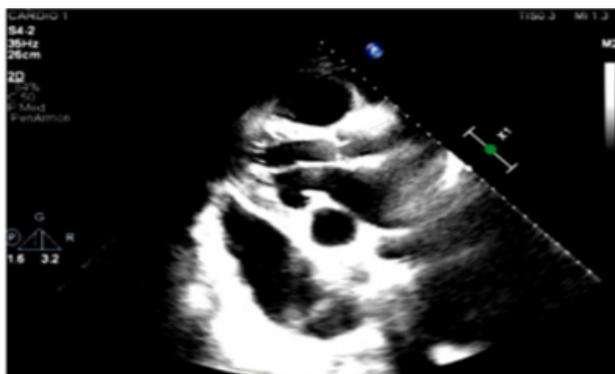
ECOCARDIOGRAMA. Eje largo paraesternal izquierdo: derrame pericardico circunferencial leve, gran dilatación de seno coronario, gran derrame pleural.
